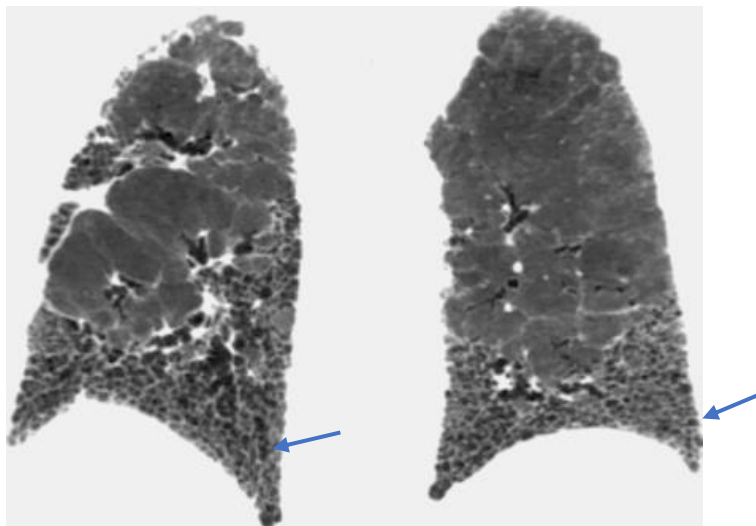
TDM en coupe coronale montre un rayon de miel (flèche bleue) au niveau des bases bilatérales dans un cadre de PHS fibrosante.
